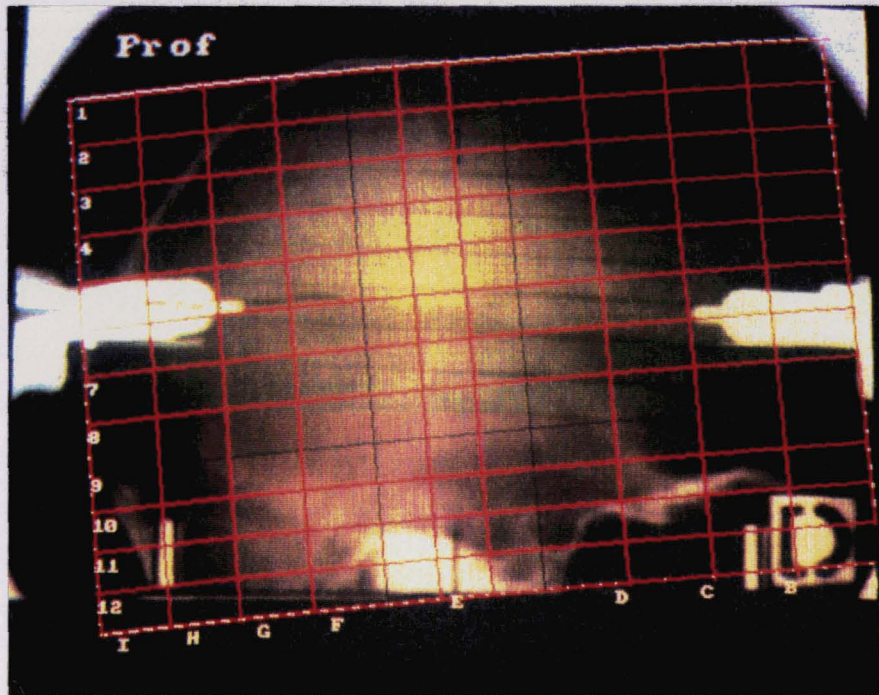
Report du quadrillage proportionnel sur une stéréoradiographie de profil
